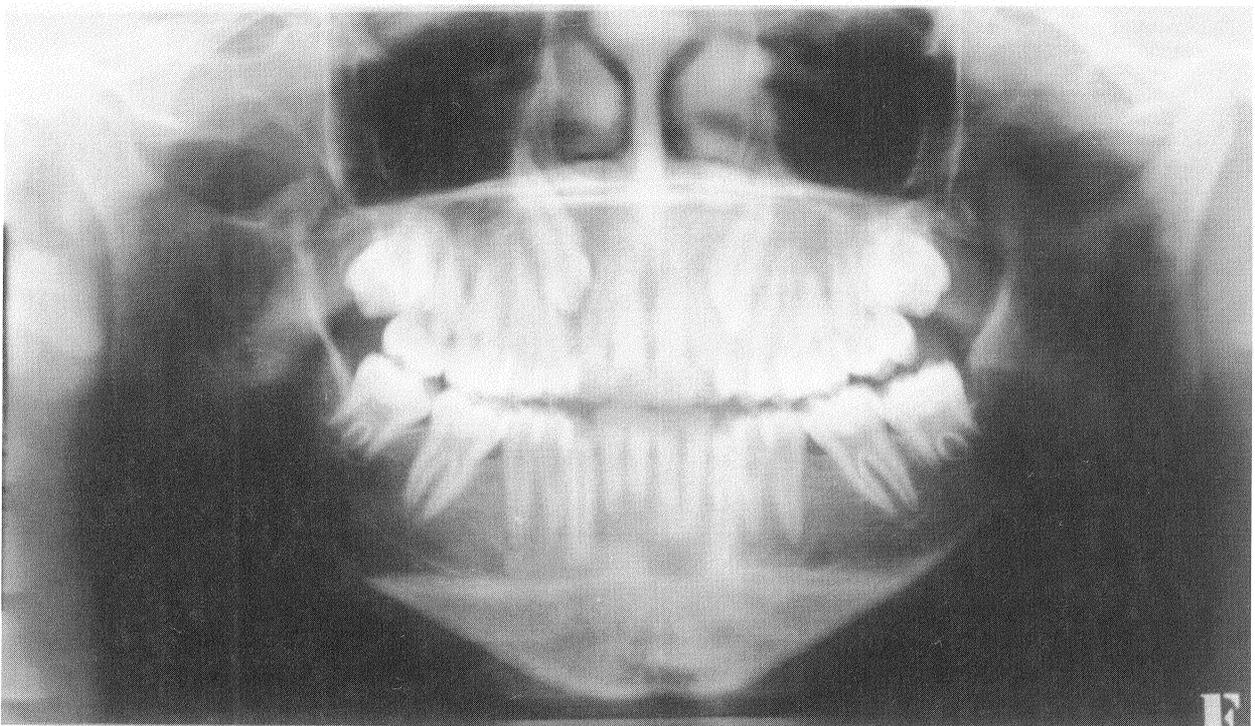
Radiografia panorâmica pós-operatória, controle de 14 meses. As corticais ósseas retornam aos seus limites. radiopacidade óssea compatível com cicatrização óssea. Dentes 47 e 48 com evolução cronológica radicular dentro dos padrões de normalidade.
